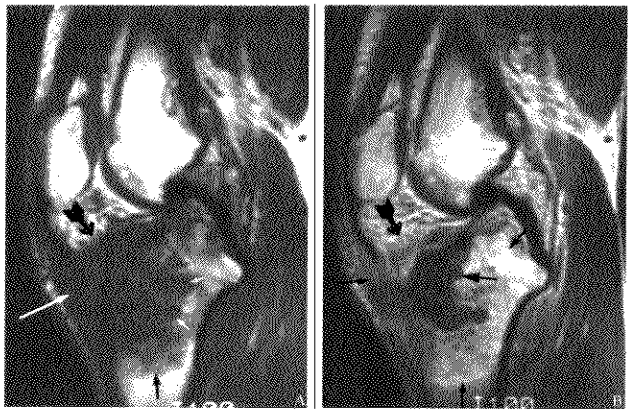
男,33岁。右胫骨近端骨肉瘤侵犯关节 MRI
